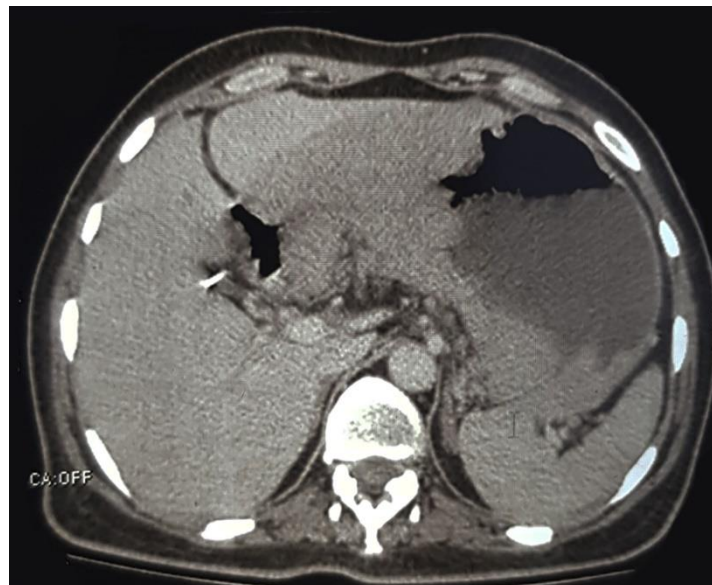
TDM abdominale coupe frontale objectivant un épaissement pariétal gastrique antrale.
